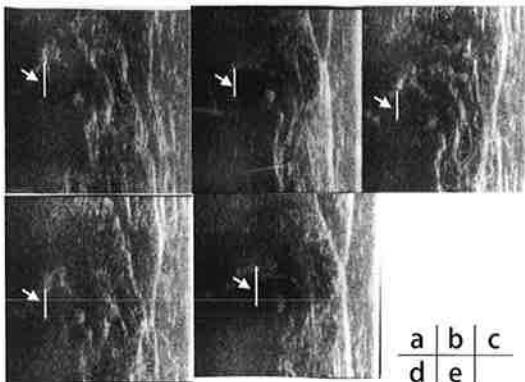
水平牽引中超音波像の経過 a) 3日目 b) 7日目 c) 8日目 d) 10日目 e) 13日目 それぞれのe値は表1に示す。
